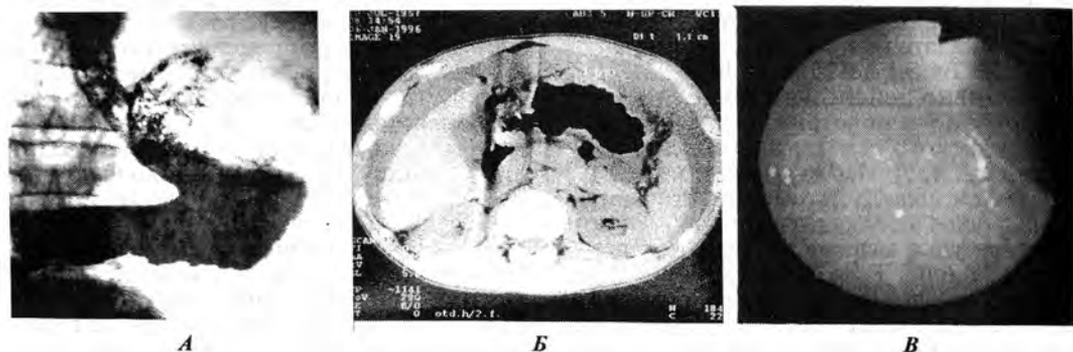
Больная Х., 38 лет. Эндофитный рак антрального отдела желудка с переходом на тело желудка. *А* — рентгенологическое исследование желудка (тугое заполнение): в антральном отделе по большой кривизне определяется неровность, ригидность стенок желудка. *Б* — РКТ: в антральном отделе определяется циркулярное кратное утолщение стенок желудка до 1,1 см, их ригидность. *В* — эндоефотография: визуальные признаки во время эндоскопического осмотра отсутствуют.
